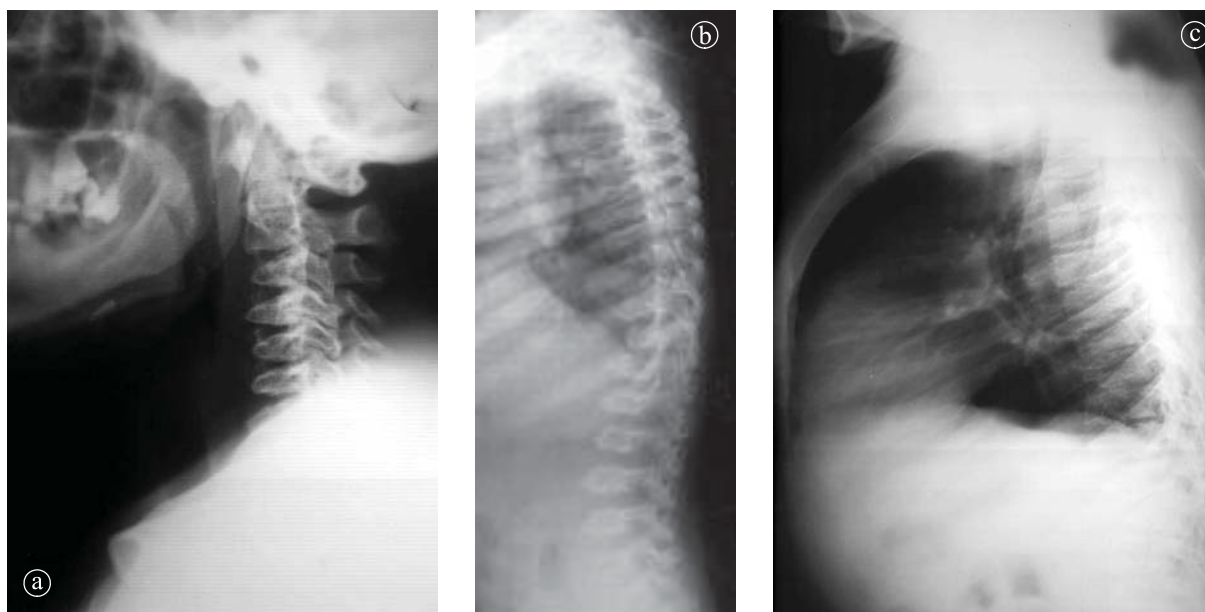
30. Displazie spondiloepifizară tip IV. a) Radiografii coloană cervicală, b) Radiografie coloană dorsolombară LL, c) Radiografii toracice LL.
